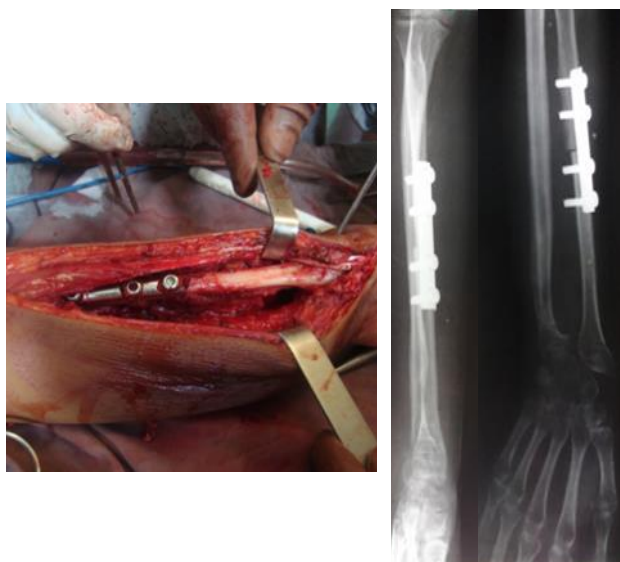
Vue opératoire et radiographie postopératoire: reconstruction du radius par greffon fibulaire
